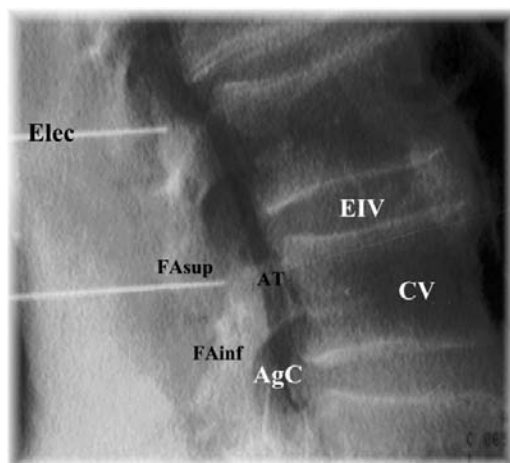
I. Correlato Anatómo-Radiológico. EIV: Espacio Intervertebral. DL: Disco Lumbar. CV: Cuerpo Vertebral. CS: Cadena Simpática. AT: Apófisis Transversa. RC: Rama Comunicante. AE: Apófisis Espinosa. PL: Plexo Lumbar. RP: Ramo Primario Posterior. Mu: Multifidus. RM: Rama Medial. AgC: Agujero de Conjunción. RL: Rama Lateral. FAs: Faceta Articular superior. E: Electrodo. Fai: Faceta Articular inferior.
